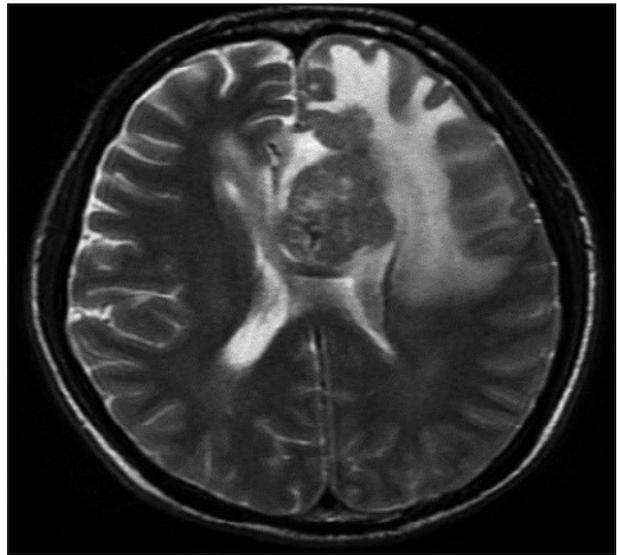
En corte axial de RM potenciada en T2, de la misma lesión del estudio anterior con aumento en sus dimensiones y con presencia de edema vasogénico.
